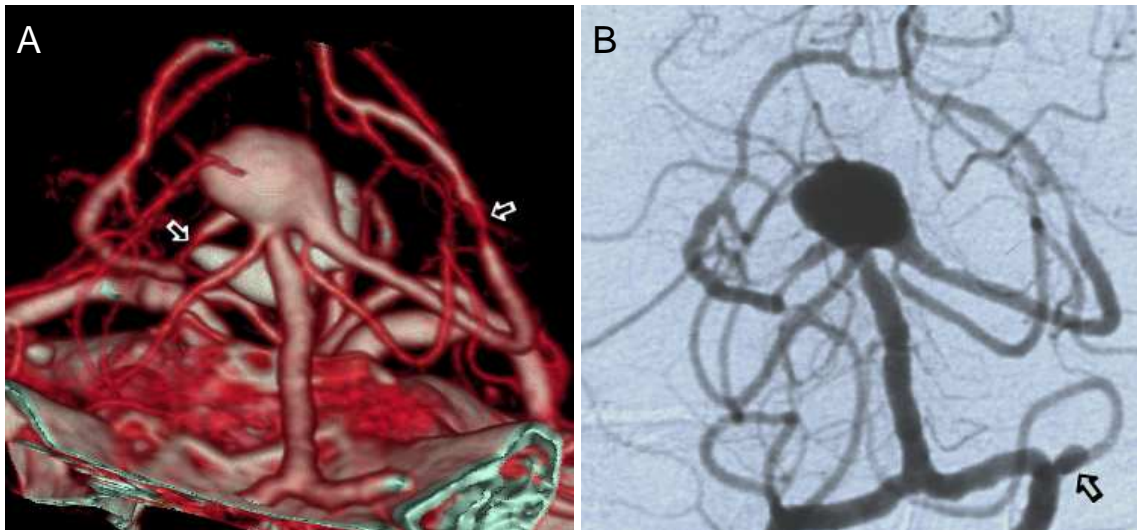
16-Zeilen Multislice CT-Angiographie eines komplex konfigurierten Basilariskopfaneurysmas, aus dem beide Aa. cerebri posteriores sowie die linke Arteria cerebelli superior entspringen. Man beachte wie exakt die CT-Angiographie diese anatomischen Verhältnisse im Vergleich zur Angiographie (B) wiedergibt. Selbst vasospastisch bedingte Gefäßeinengungen sind in gleicher Form abgrenzbar (A, Pfeile). Ein weiteres Aneurysma der Arteria cerebelli inferior posterior (B, Pfeil) wurde jedoch in der CT-Angiographie nicht erfasst, da es außerhalb des untersuchten Bereichs lag.
